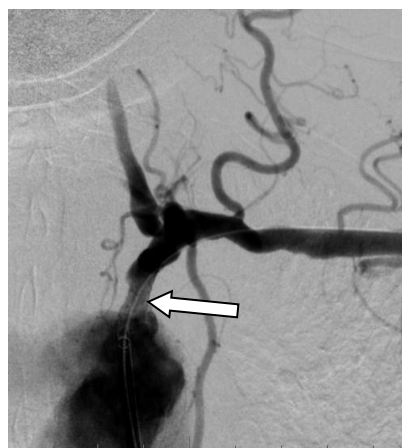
Рентгенконтрасна ангіограма хворого з ангіопластикой лівої ПКА.
